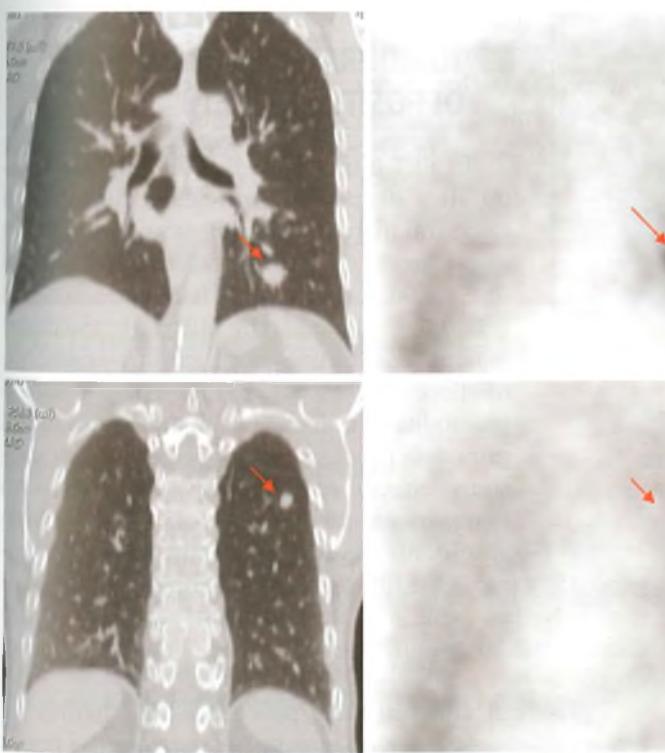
Carcinoma del lobo inferiore sinistro del polmone: diagnosi. L’esame TC mostra due noduli polmonari (frecce) di incerta interpretazione: la PET con 18-FDG dimostra che il nodulo al lobo inferiore sinistro è metabolicamente attivo e quindi di tipo neoplastico, mentre il nodulo al lobo superiore sinistro non ha una attività metabolica e quindi è benigno.
